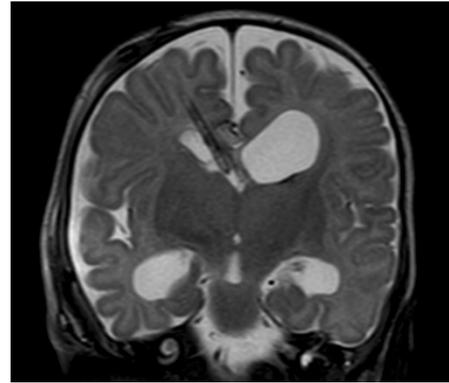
頭部MRI T2強調像(日齢148) 脳室は縮小し、帽状腱膜下への髄液の再貯留も認めなかった。
